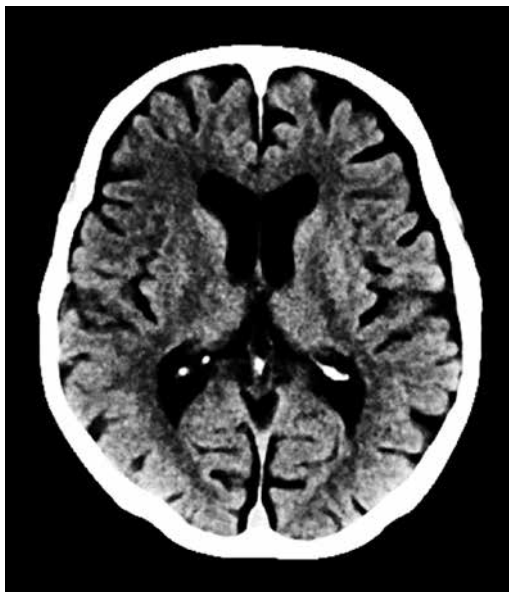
右中大脳動脈閉塞による急性虚血性脳卒中症例の頭部単純CT
